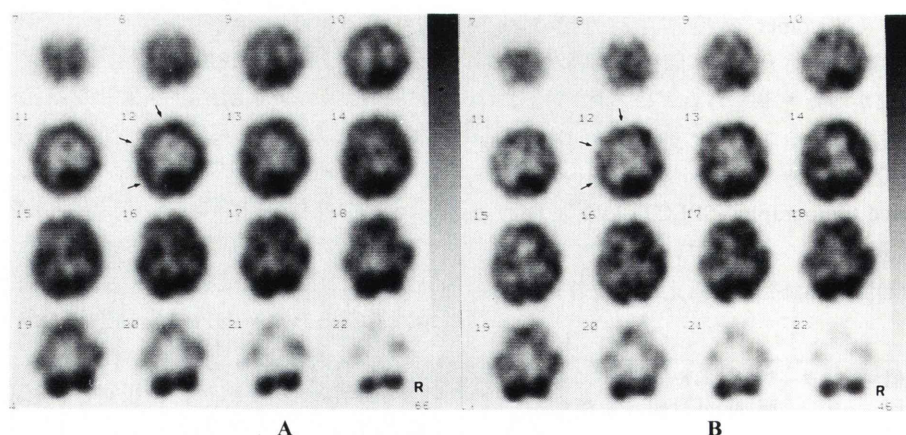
Transaxial SPECT images of Tc- $^{99\text{m}}$ HMPAO scintigraphy. Hypoperfusion is observed in a region of left middle cerebral artery (\uparrow) in 30 minutes (A) and 6 hours (B) after injection of Tc- $^{99\text{m}}$ HMPAO. (SPECT=single photon emission computed tomography, HMPAO=hexamethylpropyleneamine oxime, R=right)
